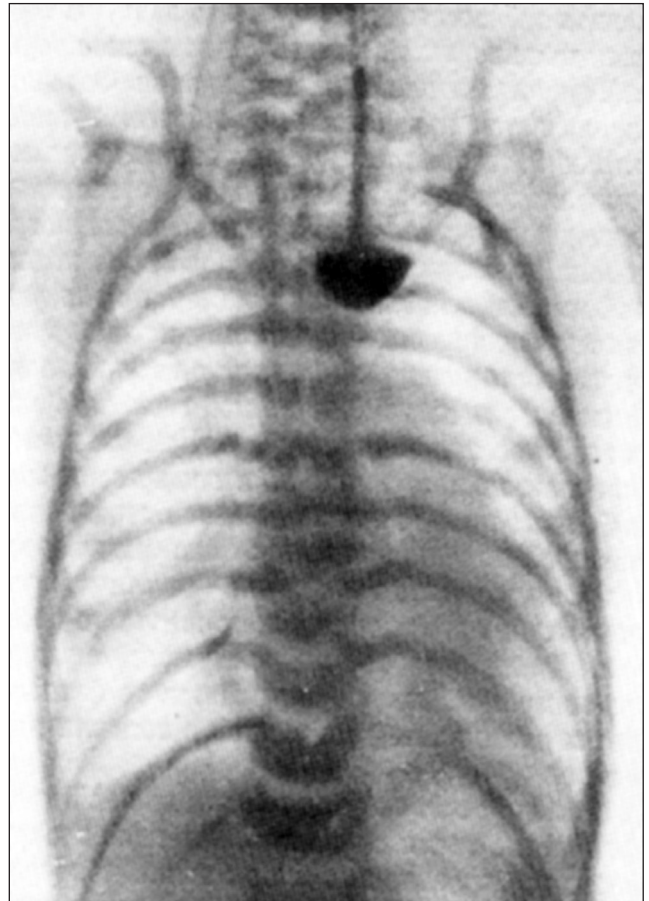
Атрезия пищевода. Рентгенограмма
